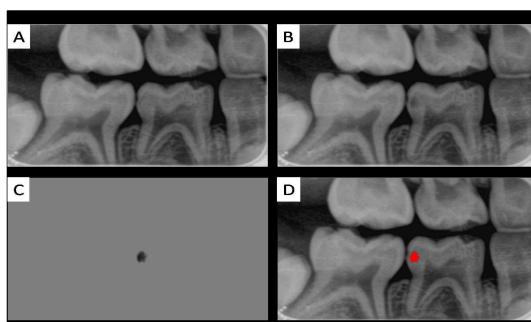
Técnica de subtração digital na qual se observa a progressão da lesão cariiosa que se restringia em esmalte dental, que após 3 meses apresenta-se também em dentina. A imagem A é a inicial, B é a final, C é a subtração entre a imagem A e B, onde a tonalidade preta significa perda de estrutura mineralizada e regiões sem perdas de estruturas assumem a tonalidade de cinza, e D é a demonstração da subtração na radiografia final onde a perda mineral assume a cor vermelha.
